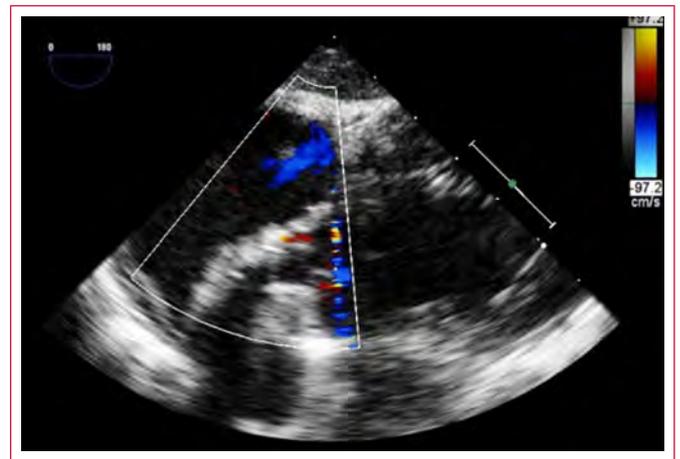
Imágenes de la ecocardiografía realizada tras la cirugía de Bentall que muestran la comunicación entre el VI y la AD
